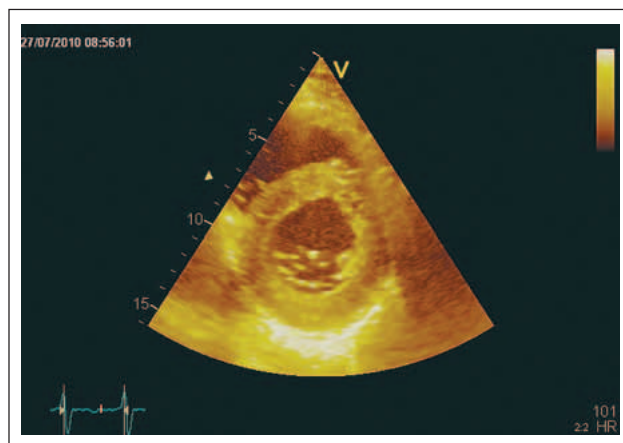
Parasternaler Querschnitt in Höhe der Papillarmuskel. Konzentrische Wandverdickung und deutlich eingeschränkt kontraktiver linker Ventrikel. Visuell reduzierte Rotationsbewegung des linken Ventrikels (siehe auch Abb. 6).
